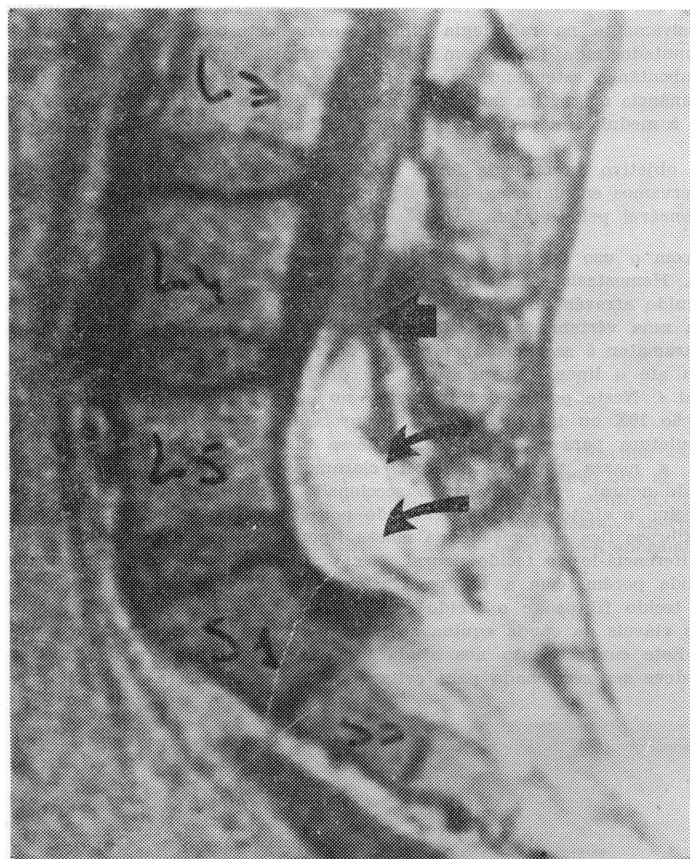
RM mostrando lipoma (setas curvas) aderindo ao cone medular e medula anormalmente fixada em L-4 (setas retas).
